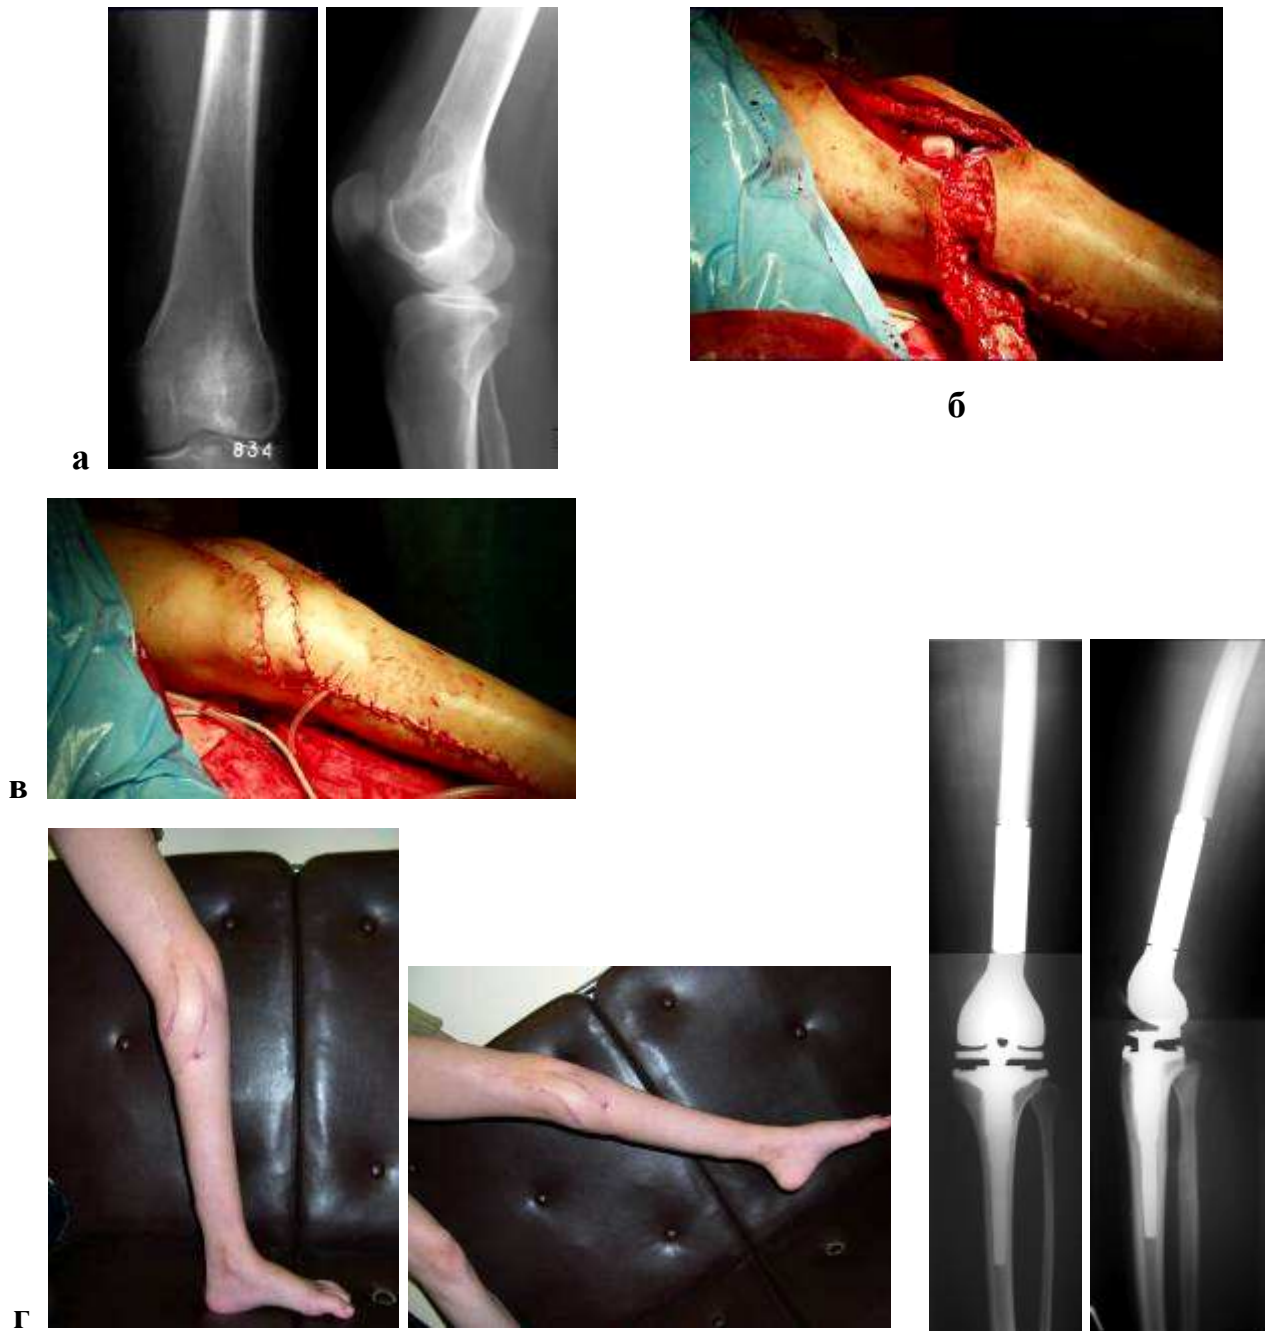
Внешние виды и рентгенограммы больной 15 лет (III лечебно-тактический подход). Диагноз: Остеосаркома дистального метаэпифиза левой бедренной кости.
